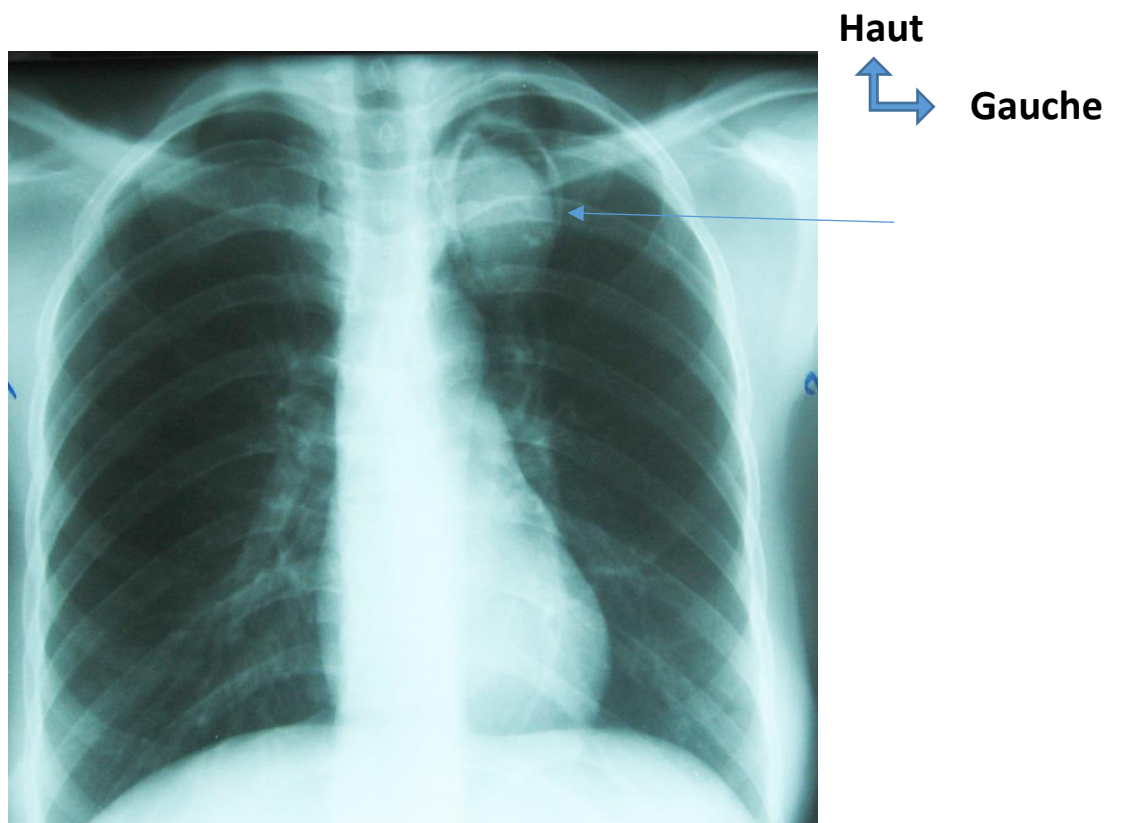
Image radiographique caractéristique "en grelot" (iconographie Fann)
